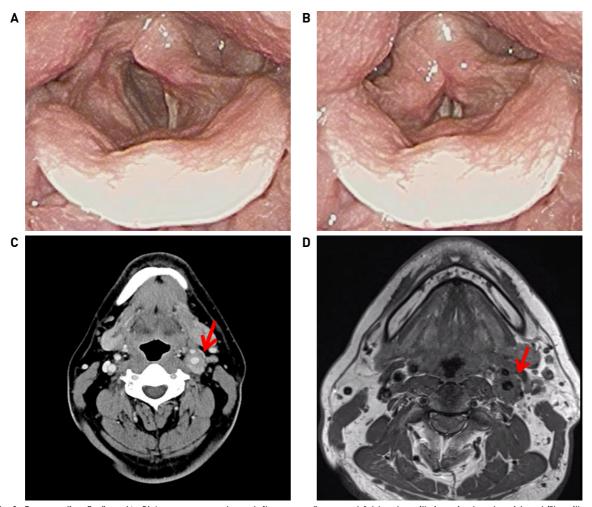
Preoperative findings (A, B) Laryngoscopy shows left paramedian vocal fold palsy with impaired arytenoid mobility without other mucosal lesion. (C) Contrast enhanced axial neck CT shows about 2.5X2.0X1.2cm size, heterogeneously enhanced irregular margin mass on left carotid space. (D) Axial T1-weighted image of neck MRI shows soft tissue mass of iso-signal intensity encasing left carotid artery and carotid bifurcation.
